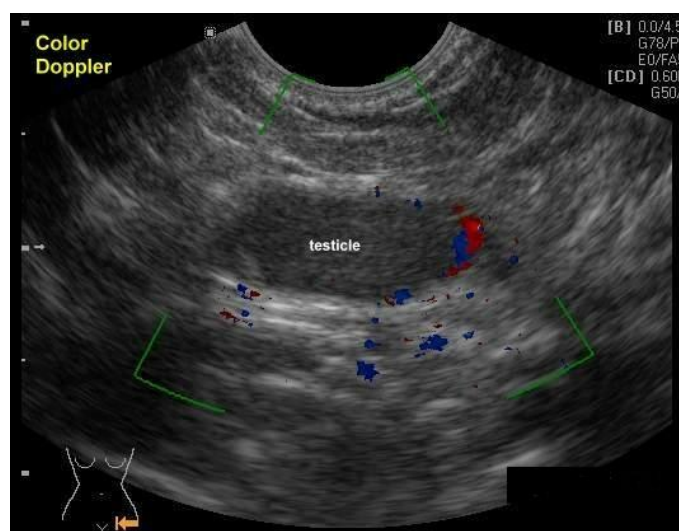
Image échographique doppler en coupe frontale de la normo-perfusion d'un testicule [36]
